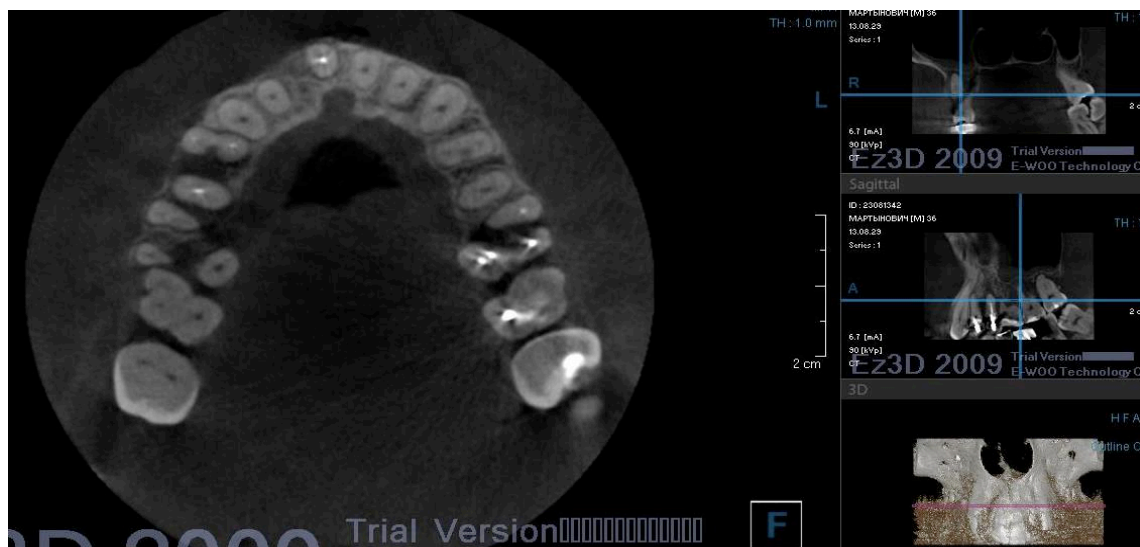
Комп'ютерна конусно-променева томографія: неякісно проведене ендодонтичне лікування 26 зуба.
